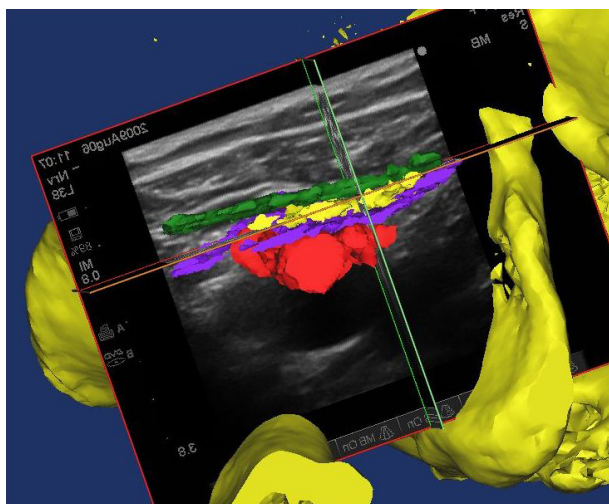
Візуалізація розташування нерва, судин і фасціальних листків на інтегрованій моделі з даних УЗД та КТ.
